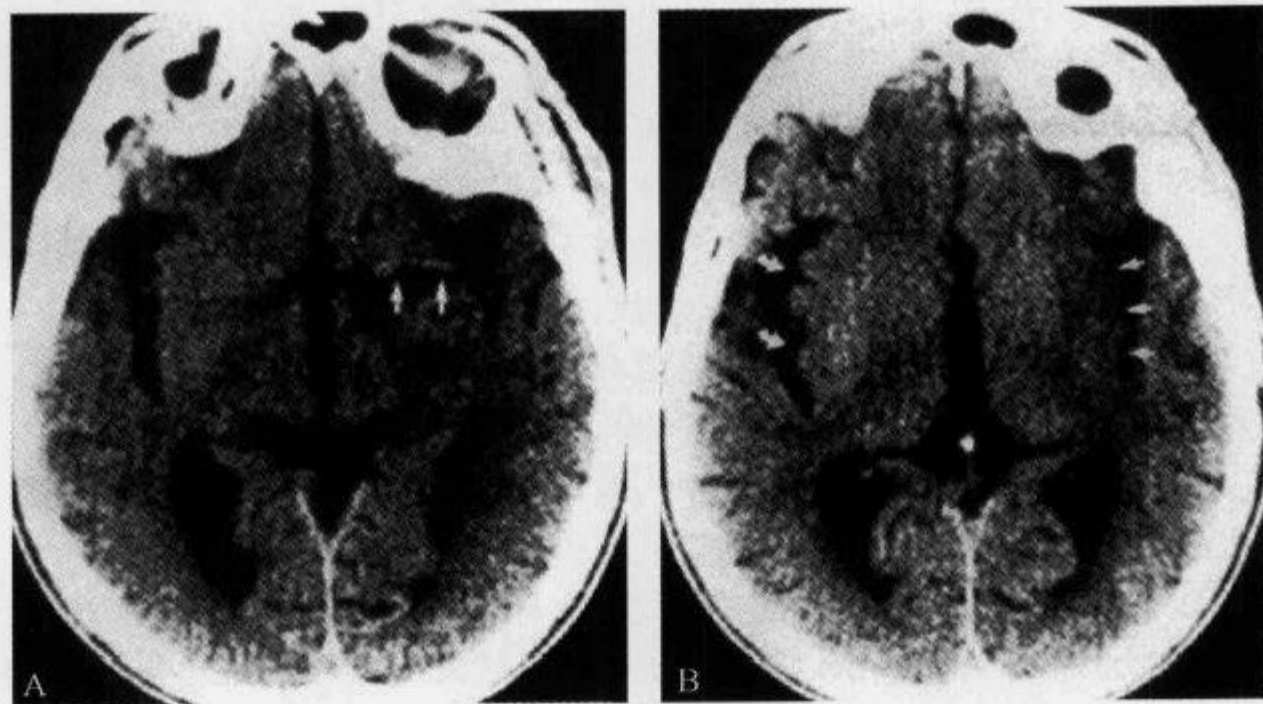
CT 平扫示“大脑中动脉高密度征”及“岛带消失征”
